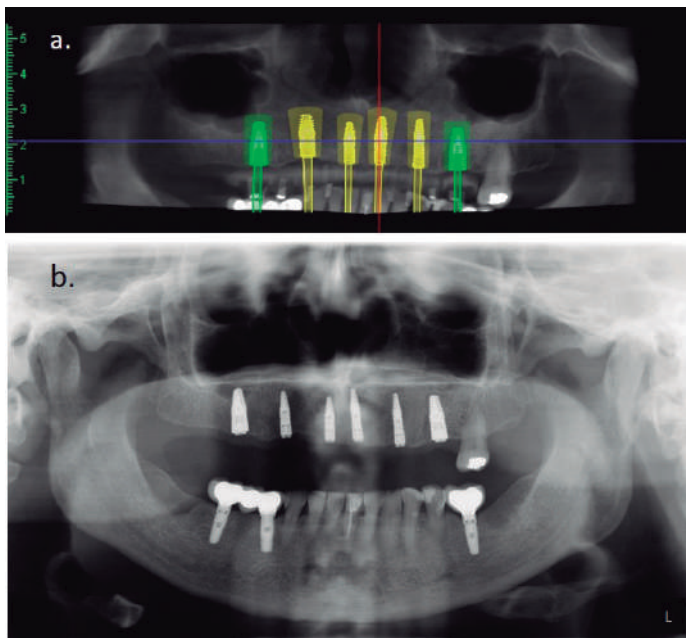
Fig.4a: Planificación digital (Romexis®). Fig.4b: Ortopantomografía de control inmediato postquirúrgico.
